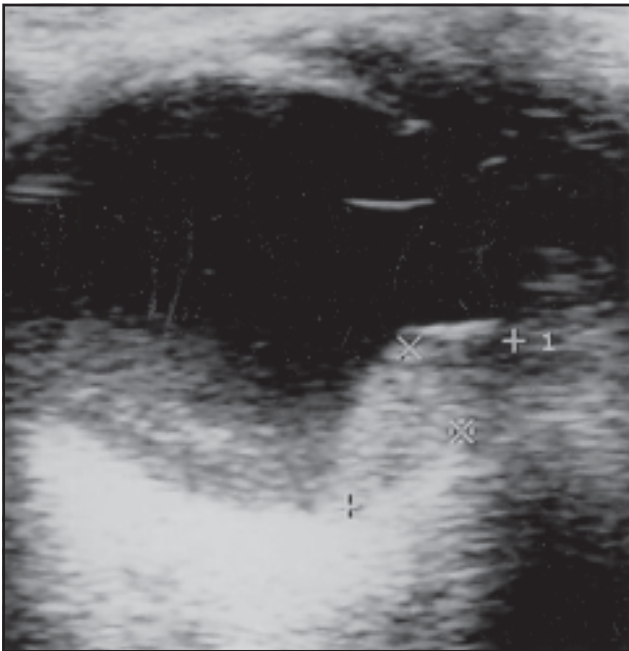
Ecografía de melanoma: presencia de hemovítreo.
